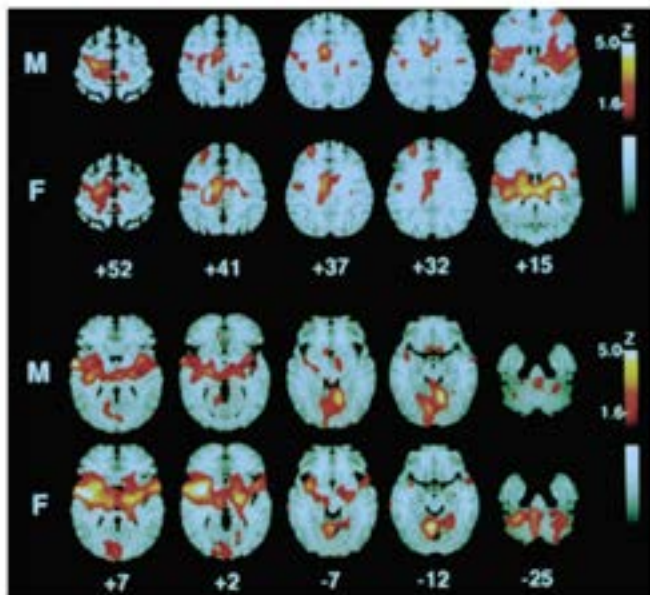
A positron emission tomography scan image of iCBF responses of 10 males (M) and 10 females (F) to repetitive noxious heat stimulation (50°C) of the left volar forearm. Significant activation of the contralateral anterior cingulate cortex, premotor, insular cortex, ipsilateral insula, and bilateral cerebellar vermis has been identified. From "Gender Differences in Pain Perception and Patterns of Cerebral Activation During Noxious Heat Stimulation in Humans," by P. E. Paulson, S. Mitsushima, T. J. Morrow, and K. L. Casey, *Pain*, 76, 1998, p. 227. Copyright 1998 by the International Association for the Study of Pain. Reprinted with permission.
